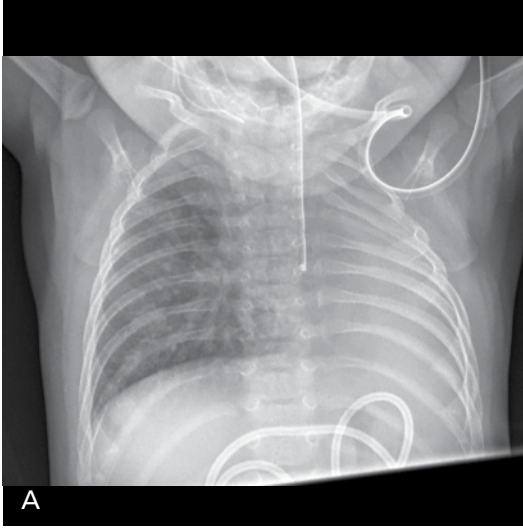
Tek taraflı beyaz akciğere yol açan bakteriyel pnömoni. 1 haftadır devam eden ateş ve öksürük şikayeti olan 7 yaşında kız hastada radyografide sol akciğer tamamiyle opak olarak izlenmektedir. Opasite içerisinde santral kesimde hava bronkogramları izlenmektedir. Trakea orta hattadır.
